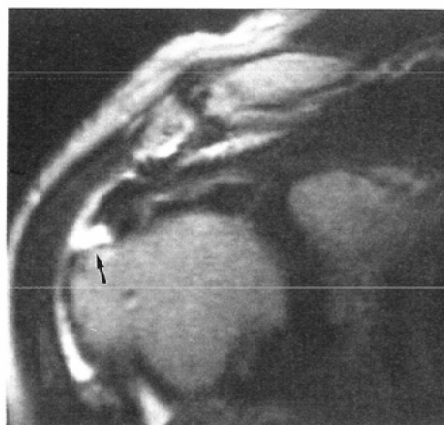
A T2-weighted image in the oblique coronal plane shows a full-thickness tear of the rotator cuff with high signal intensity (arrow). But sonography did not show abnormal findings. (not shown)
